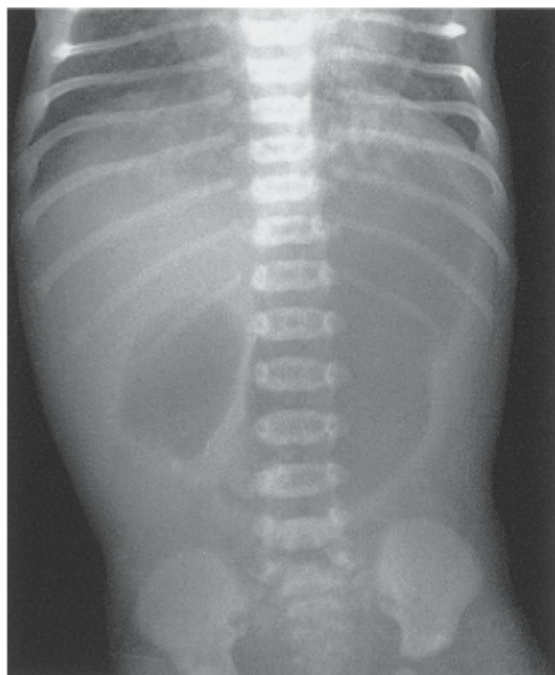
Radiografia abdominal simples demonstrando a dupla bolha da atresia duodenal. O grande estômago cheio de ar é visível à esquerda, e o duodeno proximal dilatado é visível à direita. Não há ar além do duodeno.
